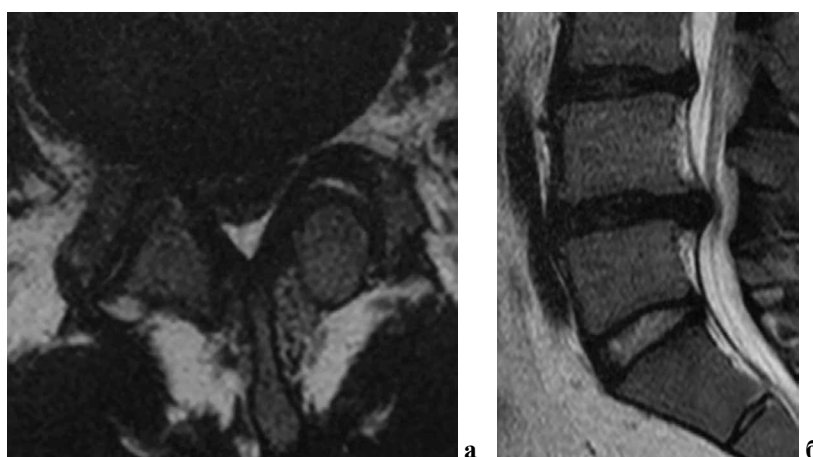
Вариант лечения пациента 51 года с дегенеративным стенозом на уровне L4-L5 с использованием полноростовых сагиттальных рентгенограмм и формулы FBI: а — аксиальная проекция на МРТ до операции; б — сагиттальная проекция на МРТ до операции; в-г — полноростовые рентгенограммы до и после оперативного лечения с указанием сегментарного и поясничного лордоза.
